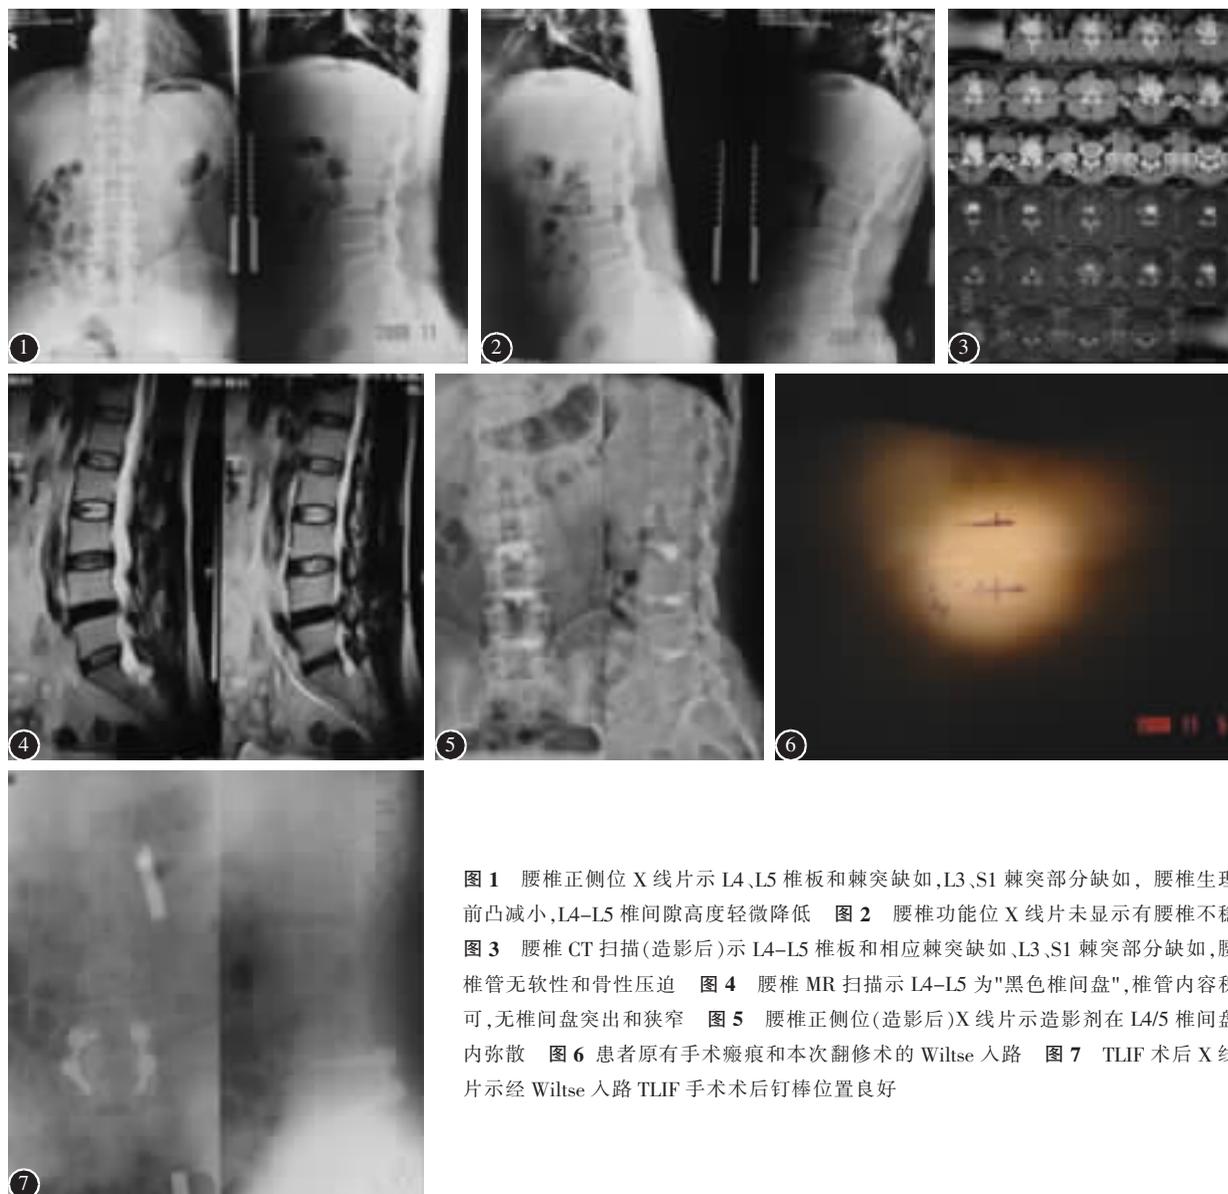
腰椎正侧位 X 线片示 L4、L5 椎板和棘突缺如, L3、S1 棘突部分缺如, 腰椎生理前凸减小, L4-L5 椎间隙高度轻微降低 图 2 腰椎功能位 X 线片未显示有腰椎不稳 图 3 腰椎 CT 扫描(造影后)示 L4-L5 椎板和相应棘突缺如, L3、S1 棘突部分缺如, 腰椎管无软性和骨性压迫 图 4 腰椎 MR 扫描示 L4-L5 为“黑色椎间盘”, 椎管内容积可, 无椎间盘突出和狭窄 图 5 腰椎正侧位(造影后)X 线片示造影剂在 L4/5 椎间盘内弥散 图 6 患者原有手术瘢痕和本次翻修术的 Wiltse 入路 图 7 TLIF 术后 X 线片示经 Wiltse 入路 TLIF 手术术后钉棒位置良好
